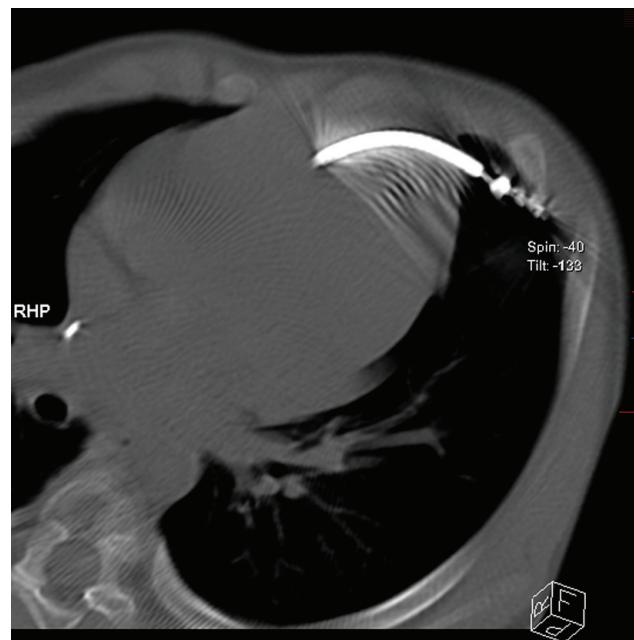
Рентгенограмма грудной клетки пациента, выполненная в операционной, обозначен дистальный конец дефибриллирующего электрода, перфорирующий правый желудочек; введен транспищеводный датчик.
